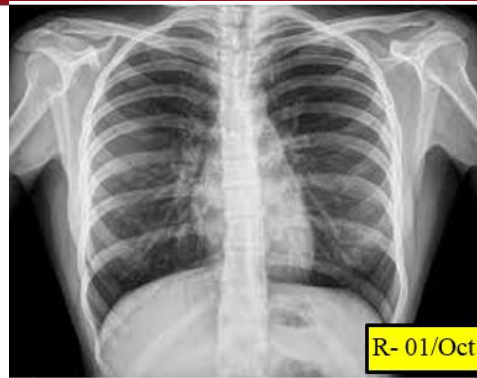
5S's a la Sala de Recuperación y tratamiento de UCI – Nuevo rotulado a las imágenes de los pacientes. Esta Radiografía corresponde al paciente de la cama 2 y fue tomada el día 01 de octubre
